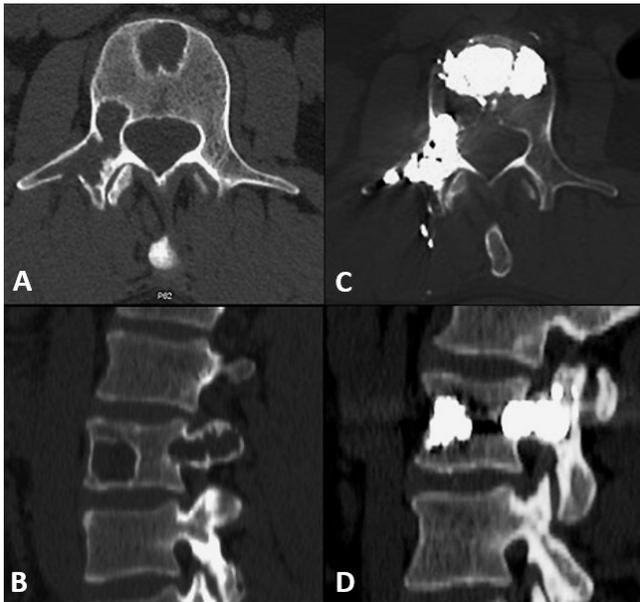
A et B. TDM, fenêtre osseuse, en coupe axiale (A) et reconstruction sagittale (B), montrant plusieurs lésions ostéolytiques à l'emportepièce de la vertèbre L3, intéressant le corps et le pédicule droit, chez un patient porteur d'un myélome multiple. C et D. TDM en coupe axiale (C) et reconstruction sagittale (D) après vertébroplastie montrant un remplissage satisfaisant des lésions ostéolytiques.
